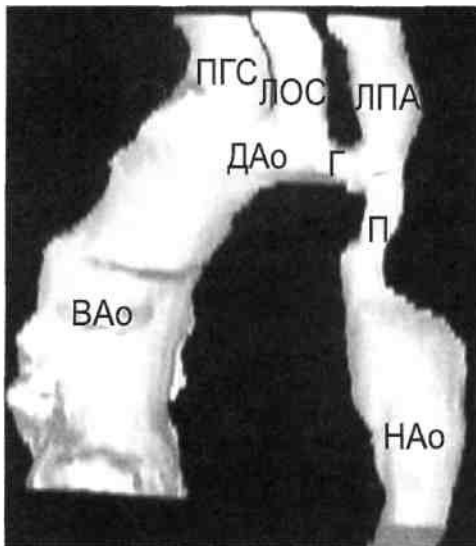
Компьютерная томограмма. Коарктация аорты пролонгированного типа.
